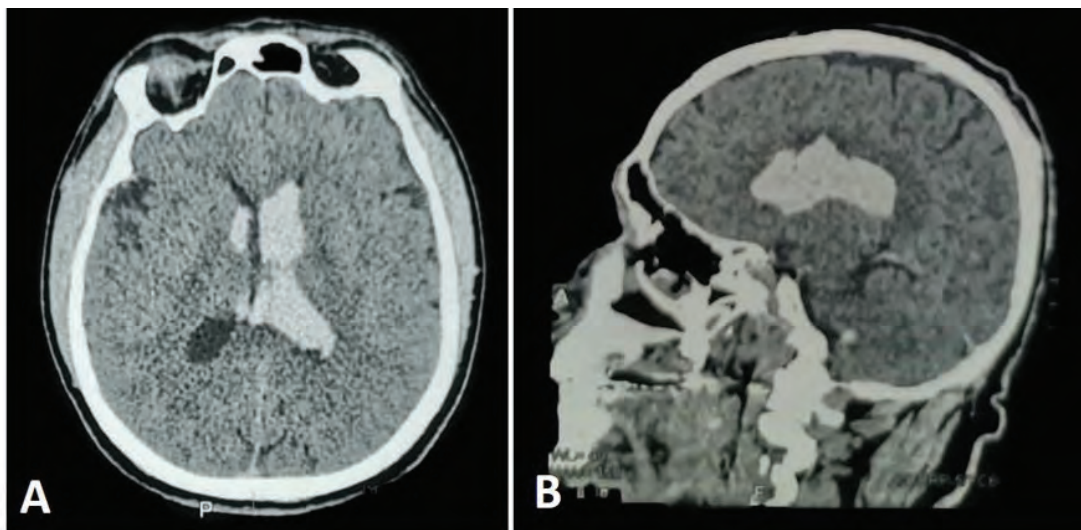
A. Axial computed tomography of the brain at the level of the lateral ventricles, showing a hyperdense image highlighting dilatation of the left lateral ventricle; B. Midline sagittal computed tomography of the brain showing hyperdense content at the level of the ventricular system.
